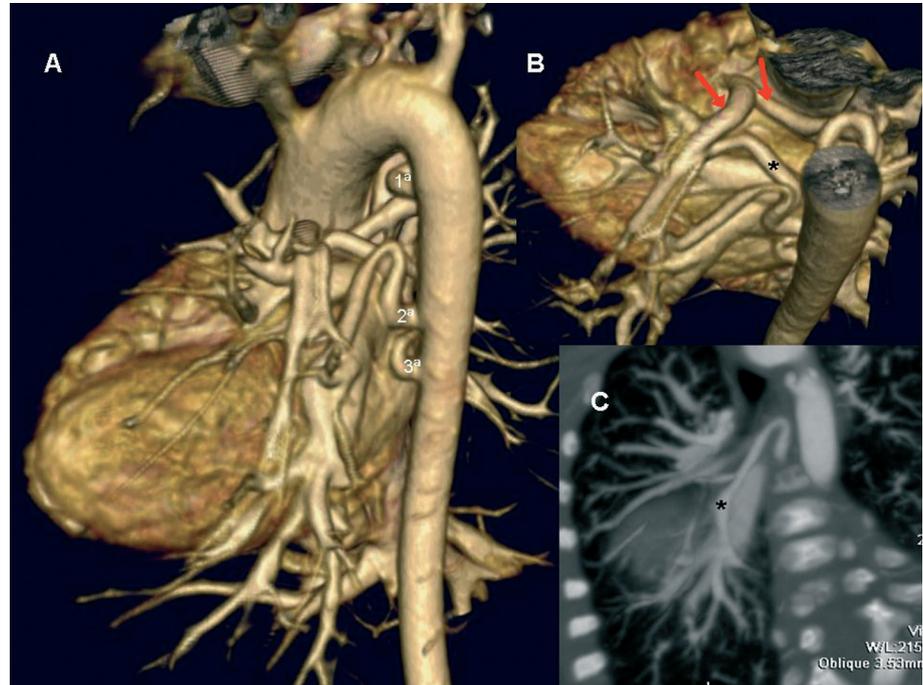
Paciente de 13 días de vida, con diagnóstico clínico de atresia pulmonar con comunicación interventricular. A: reconstrucción tridimensional del estudio de tomografía computarizada multidetector, visión posterior del arco aórtico; se identifican al menos tres ramas colaterales que irrigan el pulmón, una derecha, la primera, y dos izquierdas, la segunda y la tercera. B: arterias pulmonares (flechas) junto con las colaterales; confluye en el hilo izquierdo una de las colaterales (*). C: reconstrucción multiplanar, colateral que se dirige al lóbulo inferior derecho (*).
